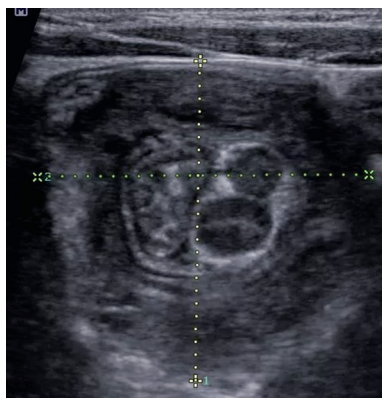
Поперечное изображение инвагината при УЗИ органов брюшной полости
